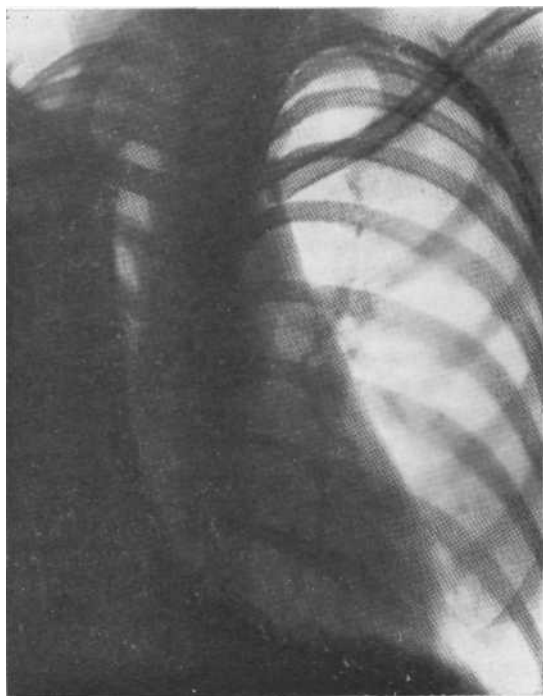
Обзорная рентгенограмма. Медиастинальная грыжа.
